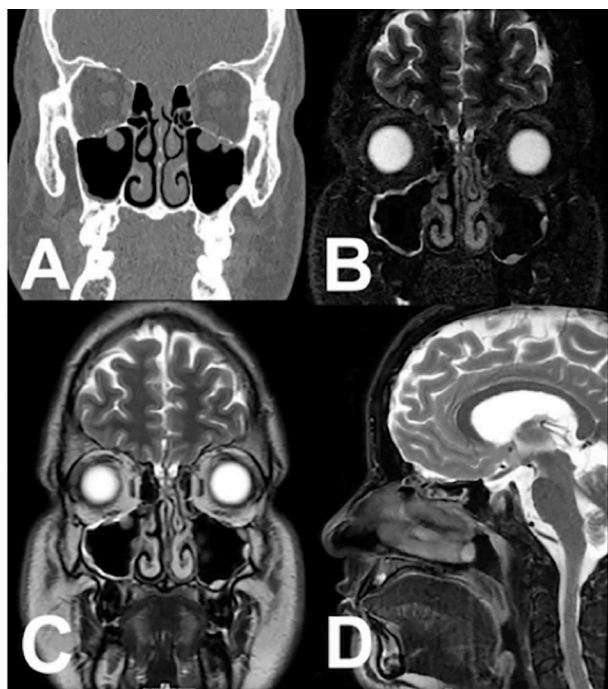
(A) TC coronal de los SPN en la que se aprecia un techo Etmoidal con Surcos olfatorios profundos (flechas) y una Lámina Cribrosa extensa, de aspecto frágil, sin áreas de irregularidades ni interrupción de sus márgenes. No se observaron signos de opacificación por retención de secreciones en las celdillas Etmoidales ni la presencia de neumocéfalos. RMN coronal con contraste que revelaron un parénquima cerebral. En la secuencia ponderada en T2 (B) y potenciada en T1 (C), se observó un discreto realce paquimeningeo de aspecto liso y regular en la porción anterior del surco olfatorio, sin la presencia de meningoencefalocel, ni de señales que enfatizan la presencia de líquido en las cavidades sinusales adyacentes a la base del cráneo. (Etmoidales y Esfenoidal). En la proyección sagital en secuencia ponderada en T2 (D) se apreció en la porción anterior de la base cerebral un paquimeningeo regular sin herniación de las meninges y tejido encefálico la presencia de líquido en las cavidades sinusales adyacentes a la base del cráneo, ni la presencia de líquido en las cavidades Etmoidales.
